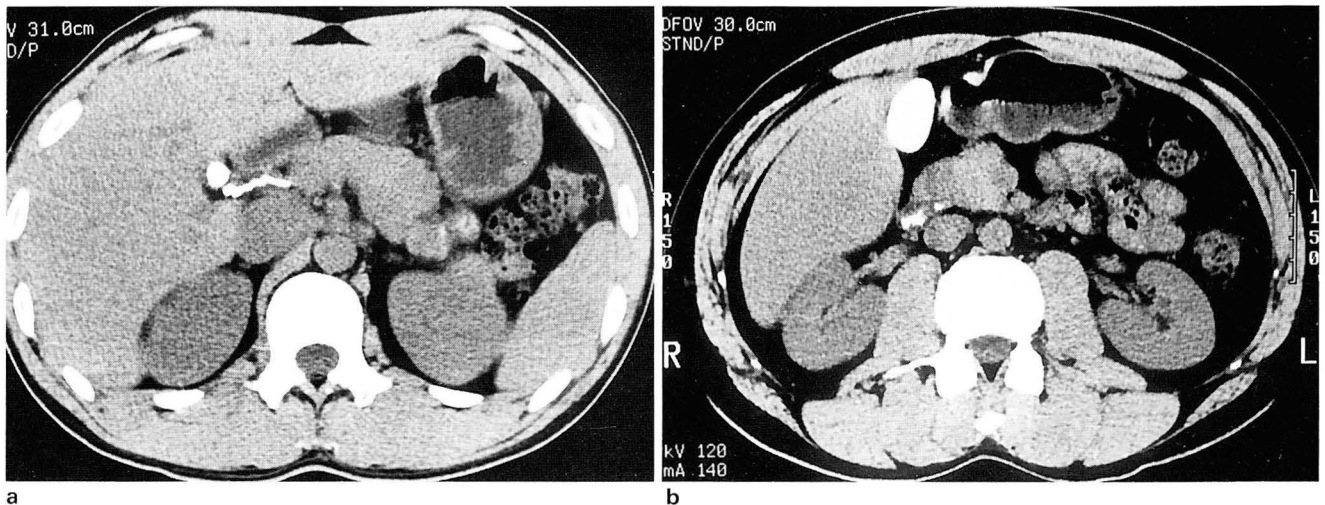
a. CT scan after fat meal shows contrast-filled cystic duct due to contraction of gallbladder.
